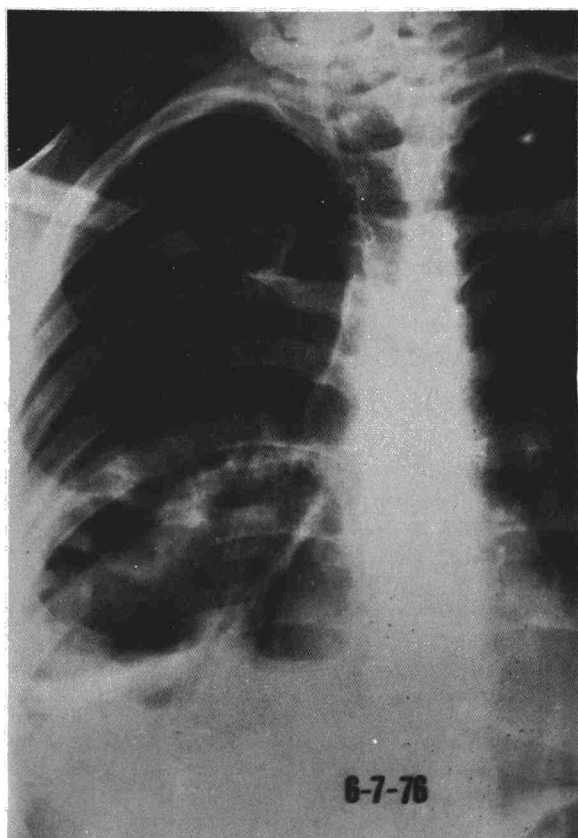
Caso 2. Radiografía de ingreso. Hay varios niveles hidroaéreos y zonas de contusión en base derecha.
